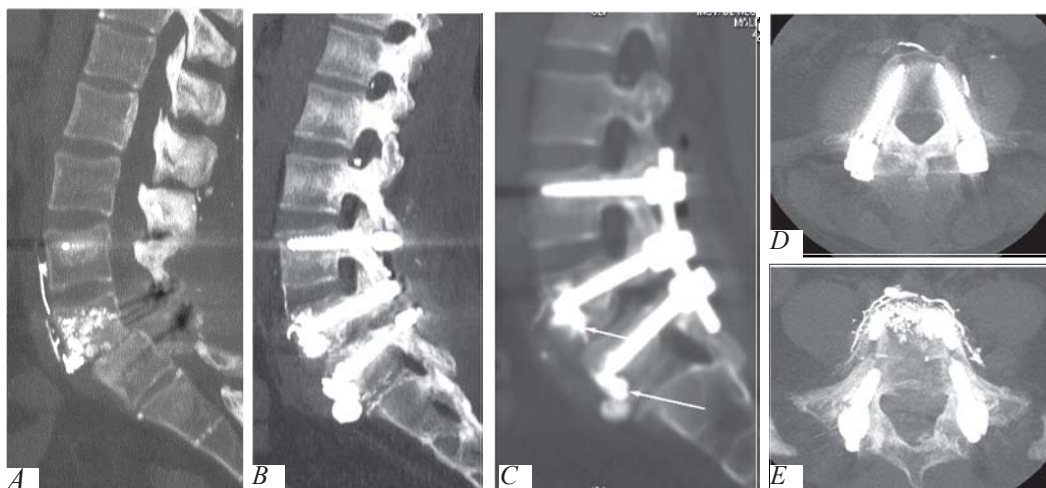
Computer Tomografie (A, B, C, D, E). Stare după intervenție chirurgicală: stabilizare segmentară, transpediculară L4-L5-S1, cimentarea canalelor șuruburilor - extracorporarea particulelor de ciment pe suprafața anterioară a corpurilor vertebrale L4, L5.
